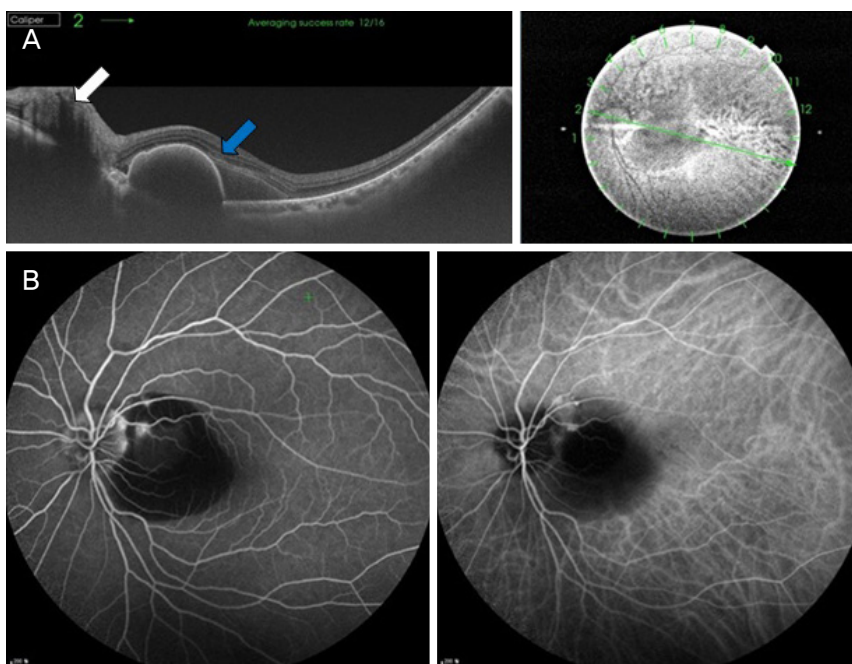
Optical coherence tomography (OCT) and retinal angiograms of the left eye. (A) A hyperreflective subretinal mass-like lesion (white arrow) is buried at optic disc and subretinal fluid extended from the optic nerve head to the macula and pigment epithelial detachment (blue arrow) is observed on OCT. (B) Fluorescein and Indocyanine green angiogram revealed round small hyperfluorescence within the hypofluorescence area of subretinal hemorrhage.
